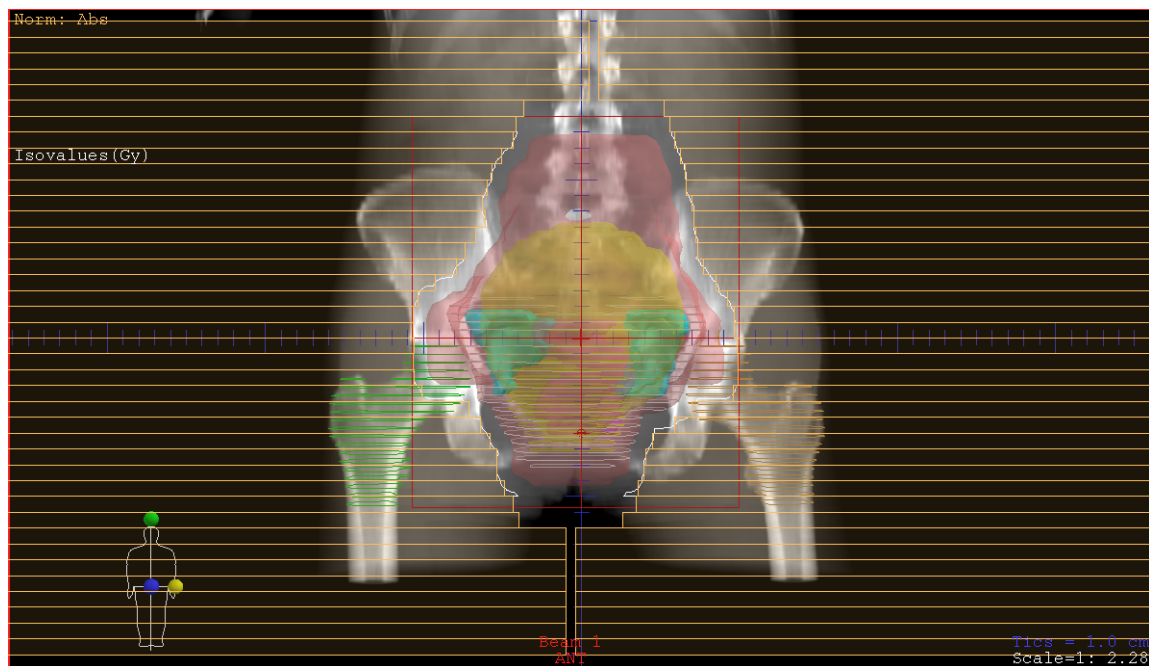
BEV d'un champ d'irradiation antérieur pour le traitement d'un cancer du col. L'image radiographique, reconstruite à partir de l'acquisition scanner, est appelée "DRR".
